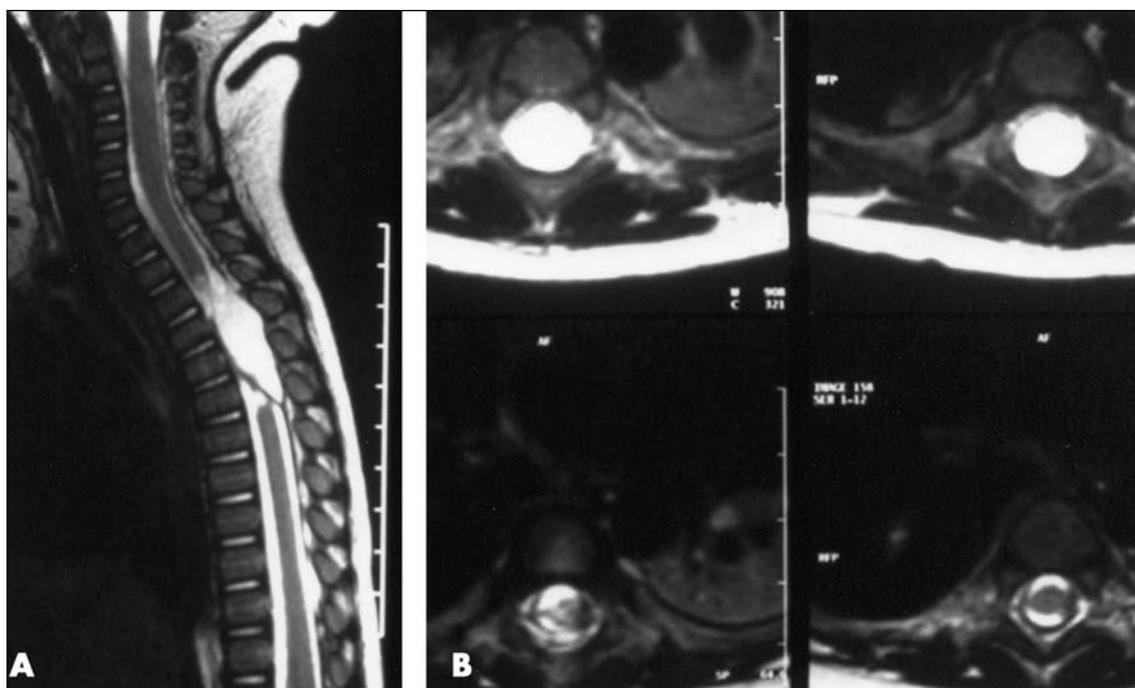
Ressonância magnética de medula espinhal em cortes sagital (A) e axial (B) mostrando hiperintensidade de sinal no segmento T3 aT7 da medula e ruptura completa e avulsão da medula espinhal.
